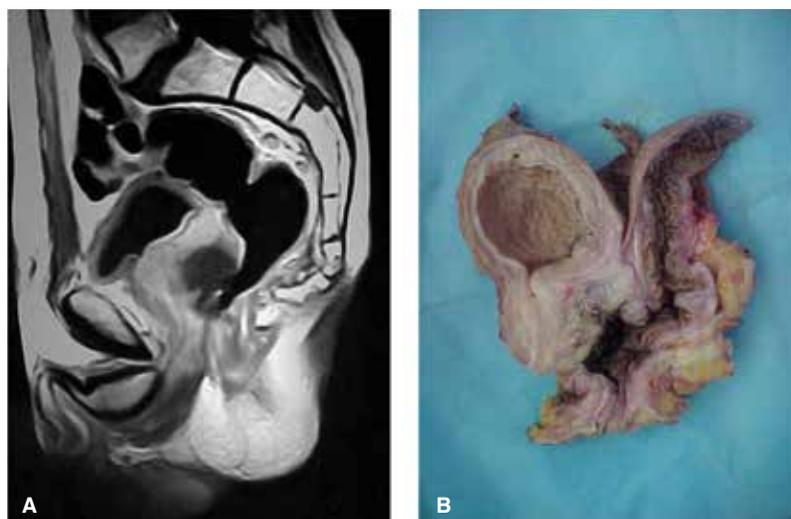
En A se observa corte sagital de resonancia magnética que muestra RLCR en contacto con la próstata comunicándose con la uretra. En B se observa la pieza de exenteración pélvica total que incluye el ano y los músculos elevadores.
